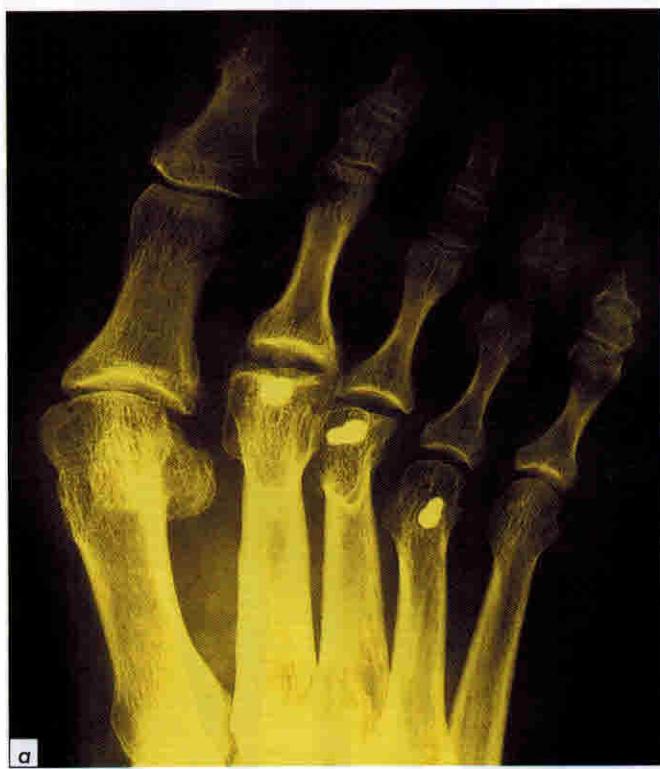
Рентгенограммы левой стопы больной 57 лет с явлениями центральной метатарзалии: а – стопа через 12 лет после первичного вмешательства (остеотомии по Вейль M2 – M4); б – та же стопа через год после чрескожного вмешательства, включавшего реостеотомию M2 – M4, избавившую пациентку от болей и натоптышей
